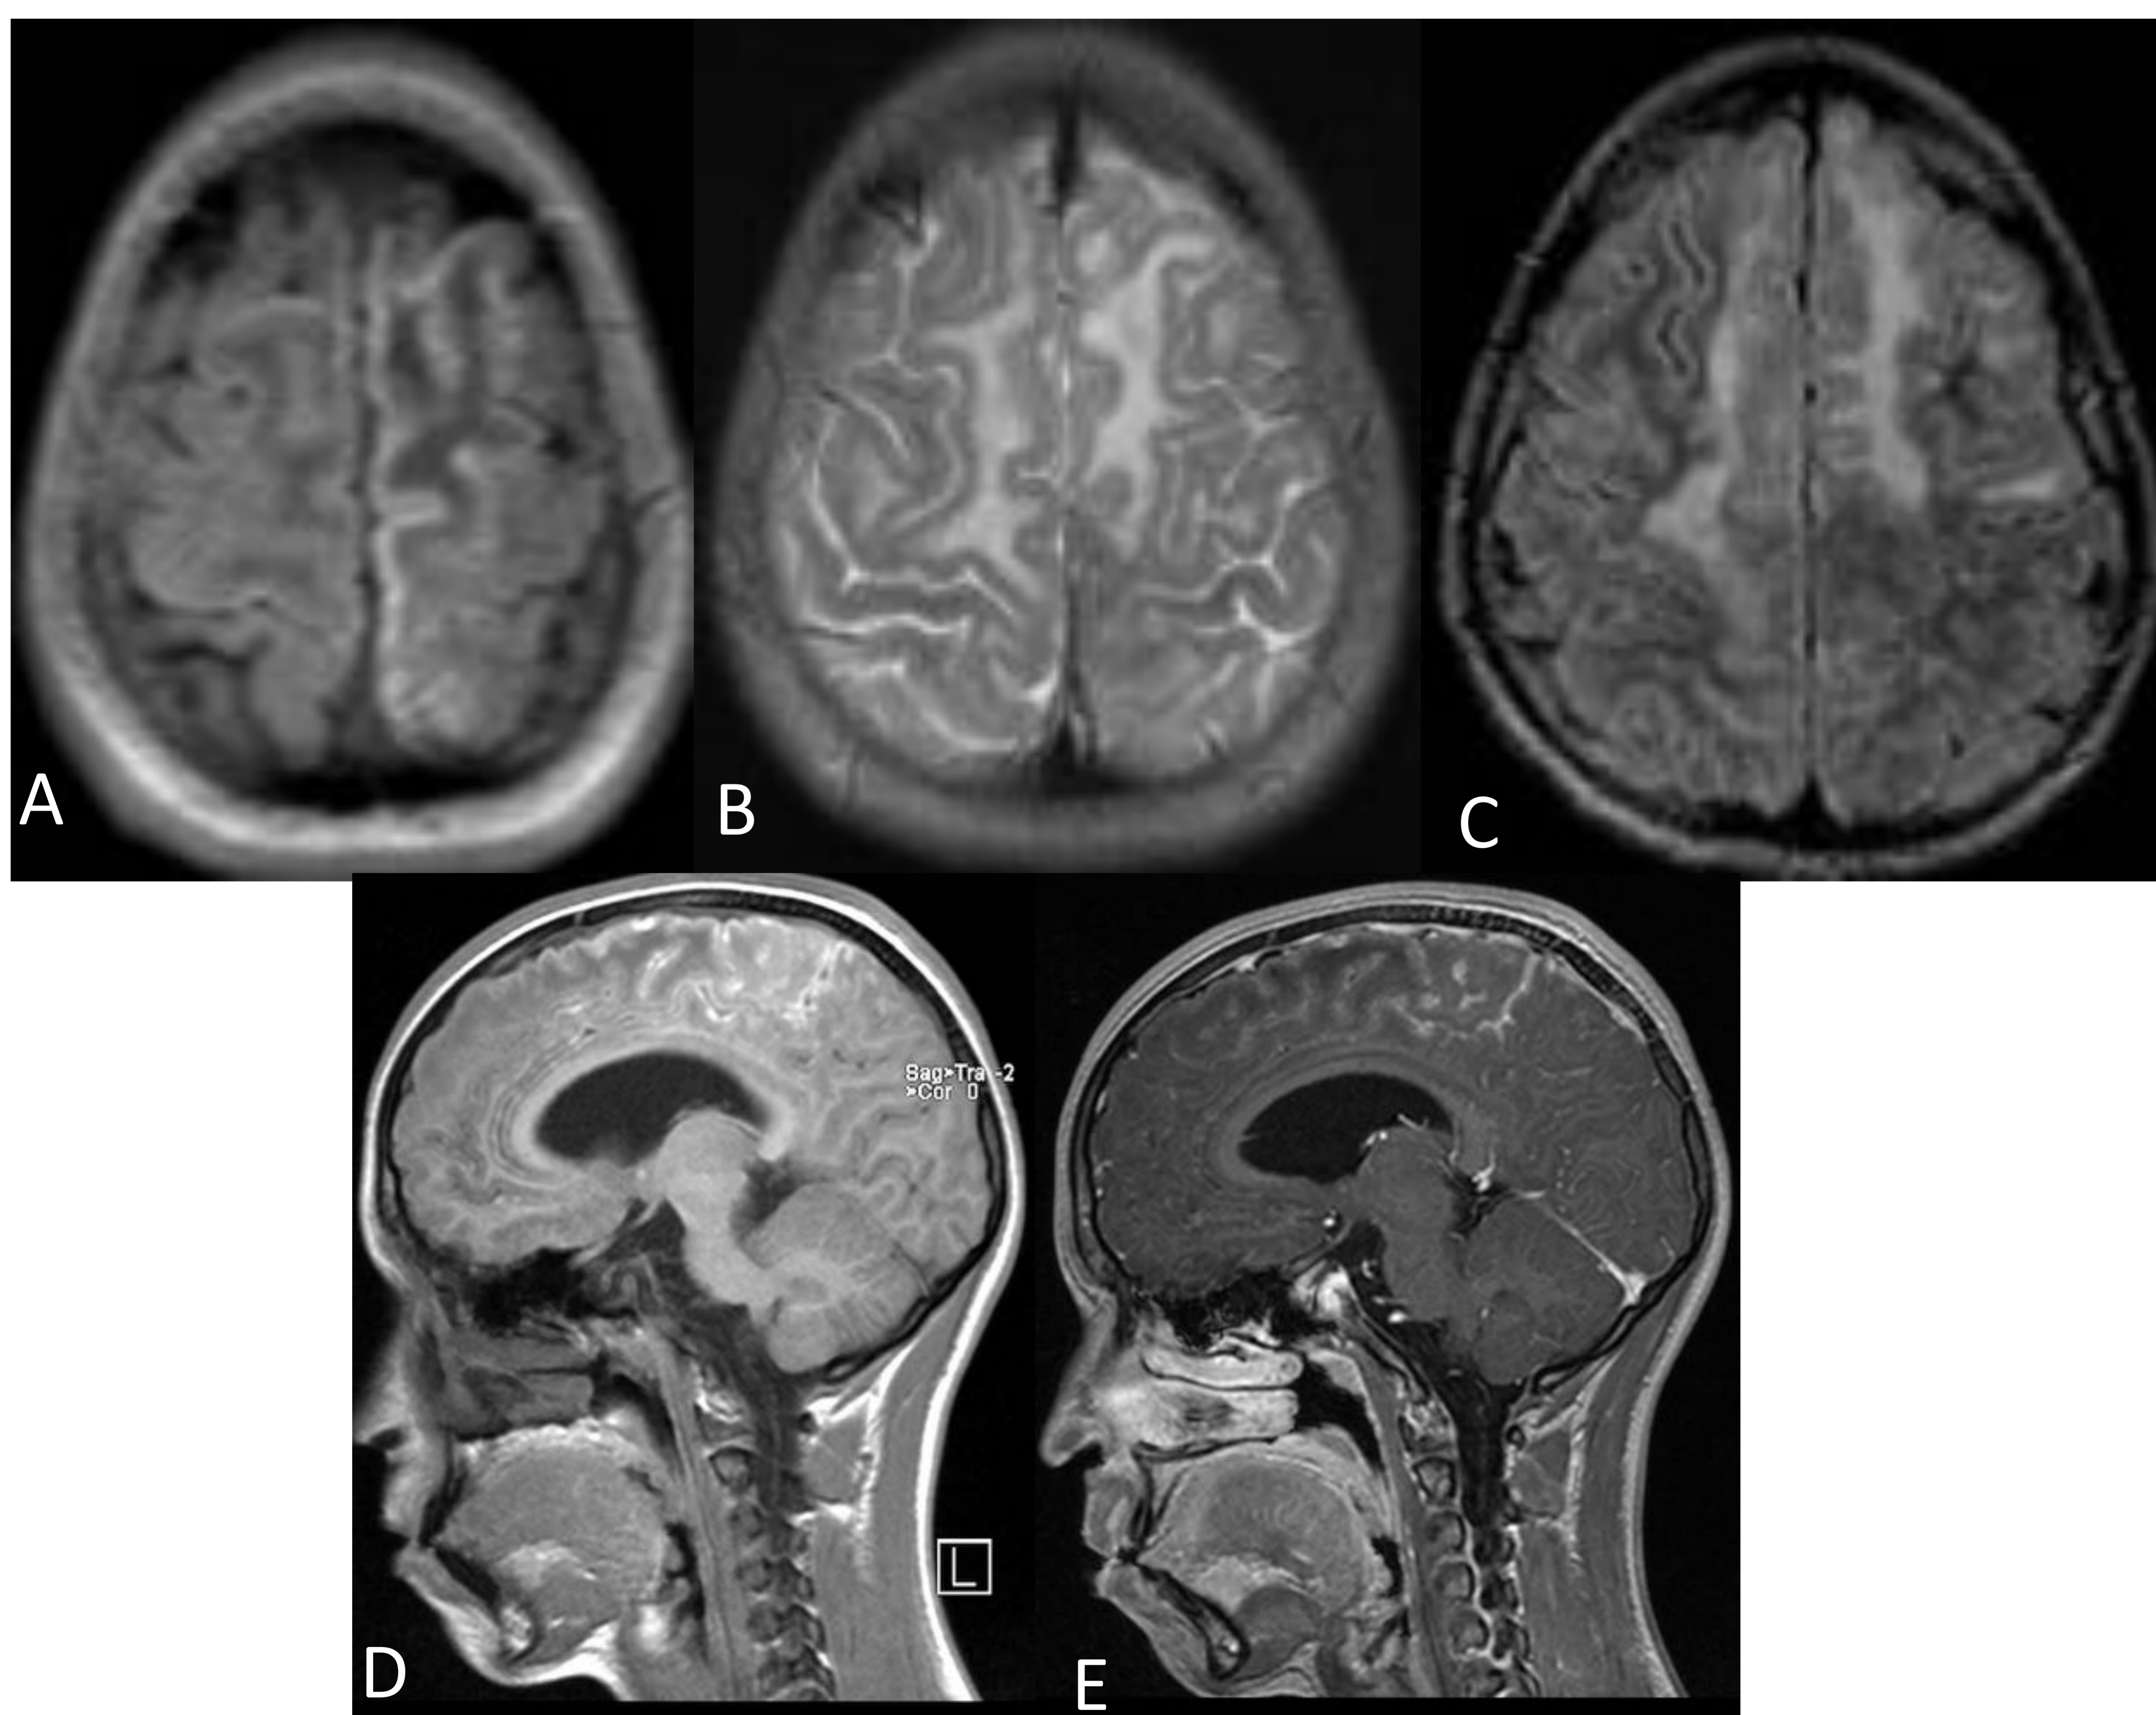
A: Secuencia T1 axial. B: Secuencia T2 axial. C: Secuencia FLAIR axial. D: Secuencia T1 sagital. E: Secuencia T1 sagital con CIV. Lesión córtico-subcortical con edema vasogénico y leptomeningitis. Atrofia cerebral difusa sin signos de hipertensión endocraneal. Realce difuso de la meninge tras administrar CIV. Los hallazgos sugieren proceso vascular angéptico sin poder descartar afectación tumoral infiltrativa.
